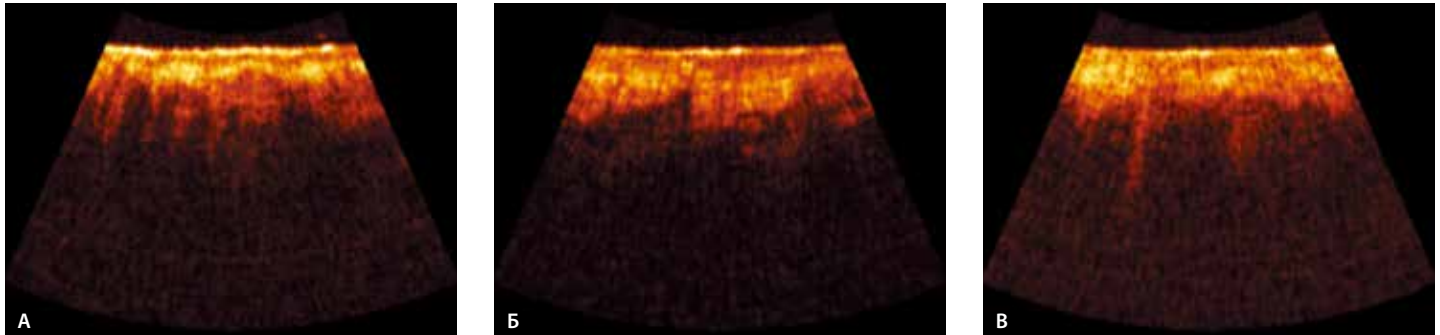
Изображения кожи козелка (А) и завитка (Б) наружного уха, кожи крыла носа (В), полученные методом оптической когерентной томографии
